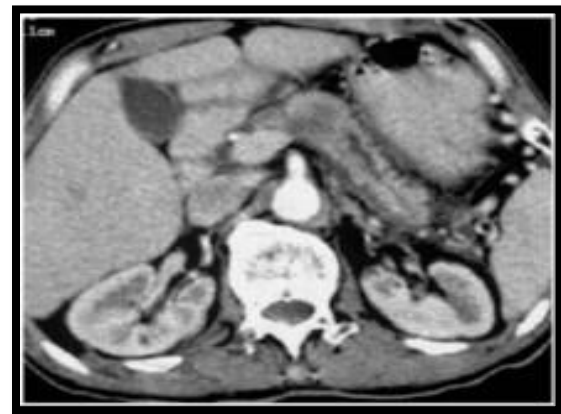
Adénocarcinome du corps du pancréas en TDM ; dilatation isolée du canal pancréatique principal.
